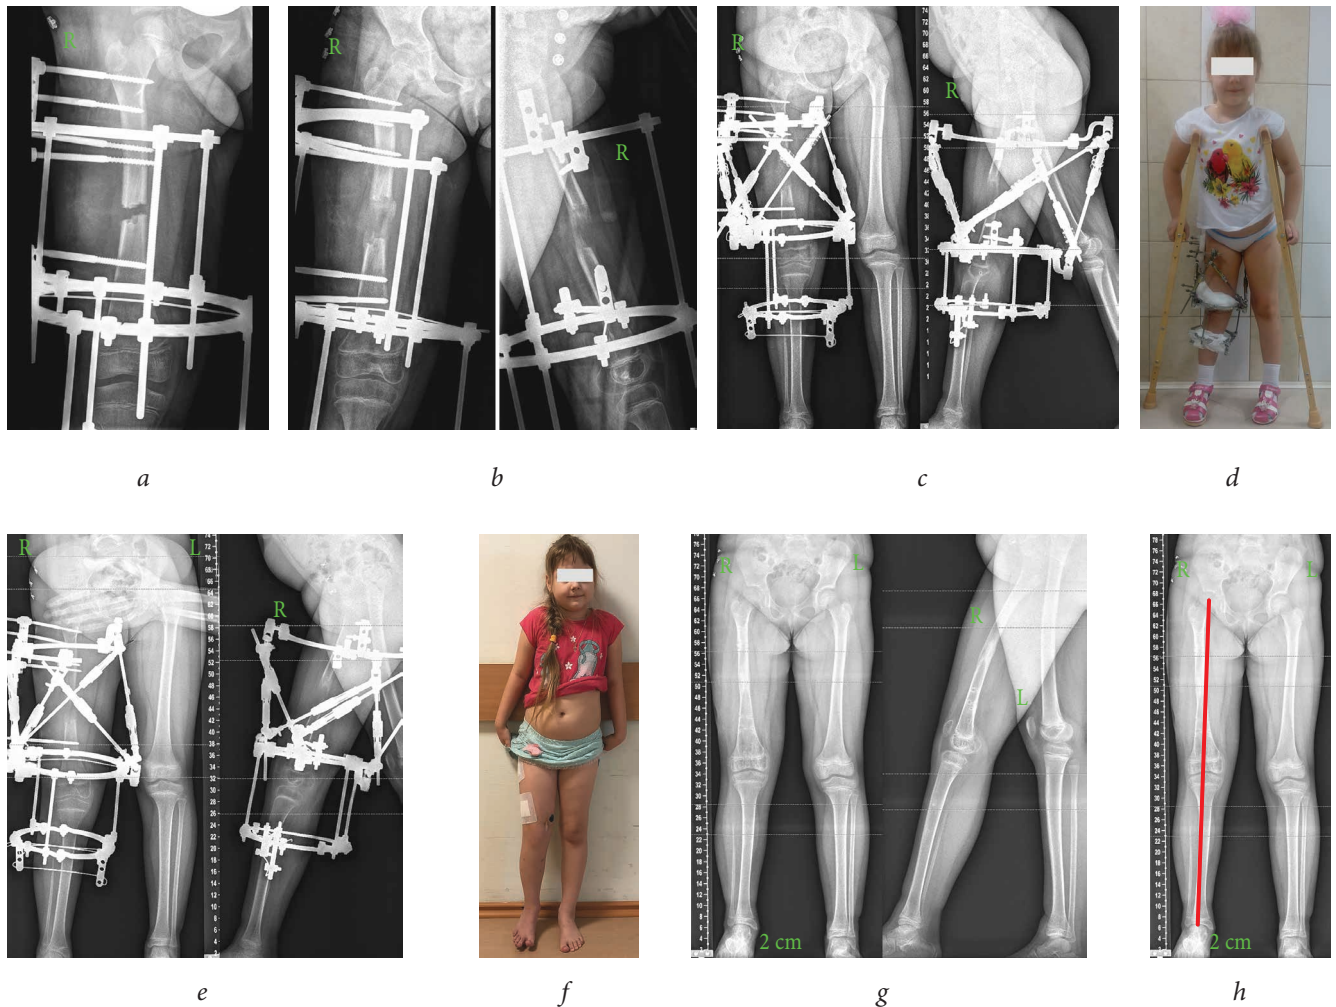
患者P在治疗第二阶段: *a-b*—伸长阶段的 X 光片; *c*—安装 Orto-SUV 元件后的下肢全景 X 光片; *d*—带装置的患者照片; *e*—下肢畸形矫正后的全景 X 光片; *f*—CDA 拆除后的患者照片; *g-h*—CDA 拆除后的全景 X 光片。
